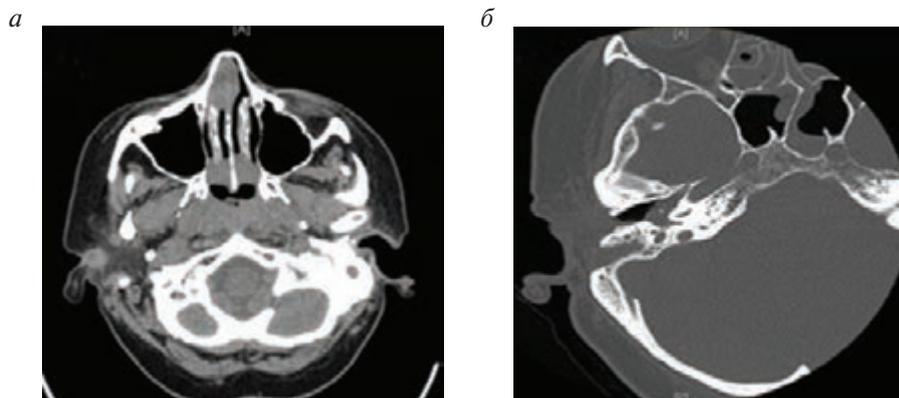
Компьютерная томография пациента М.:
